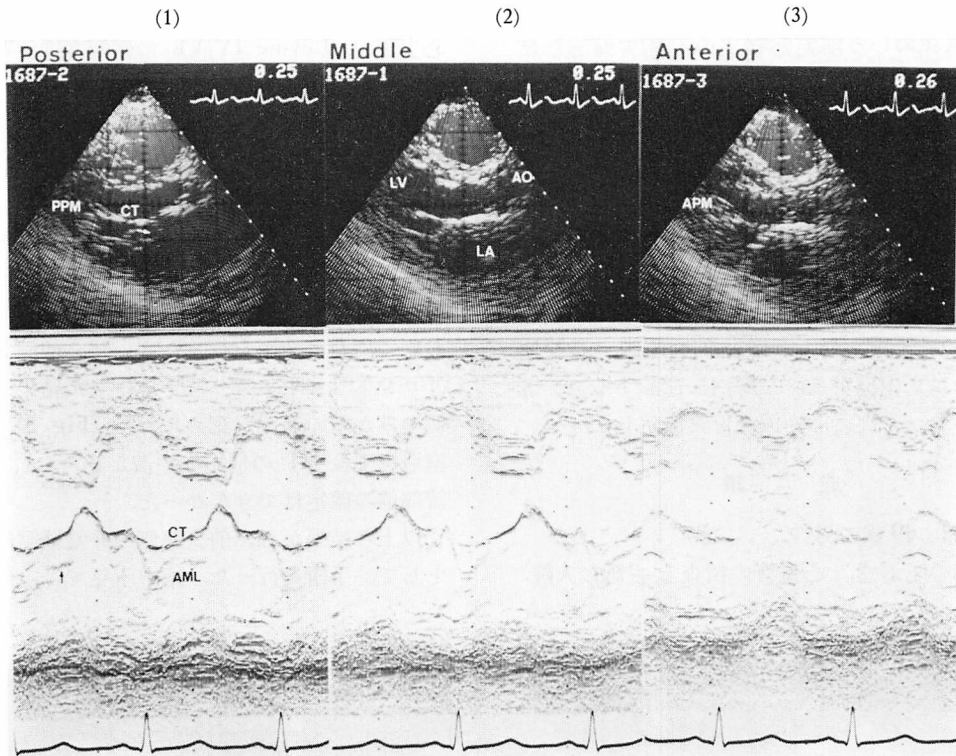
Cross-sectional and M-mode echocardiograms of the three planes through the long axis in a normal subject.
